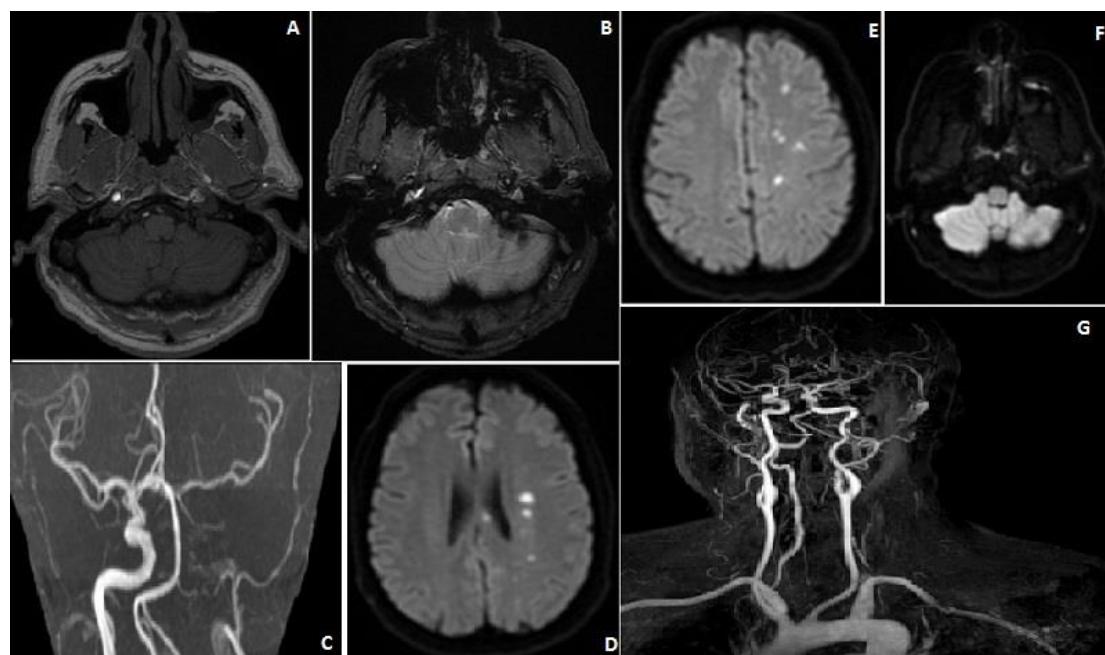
IRM encéphalique en séquence vasculaire: A) hypersignal de l'hématome pariétal de la dissection artère carotidienne gauche montré par la flèche blanche en T1; B) et en hyposignal en T2*; C) diffusion; D) occlusion des branches de la carotide interne gauche en TOF; E) reperméabilisation artère carotide interne gauche; F) et ACA gauche; G) angio IRM tronc supra aortique et artère cérébrale à 3 mois: reperméabilisation artère carotide interne gauche
